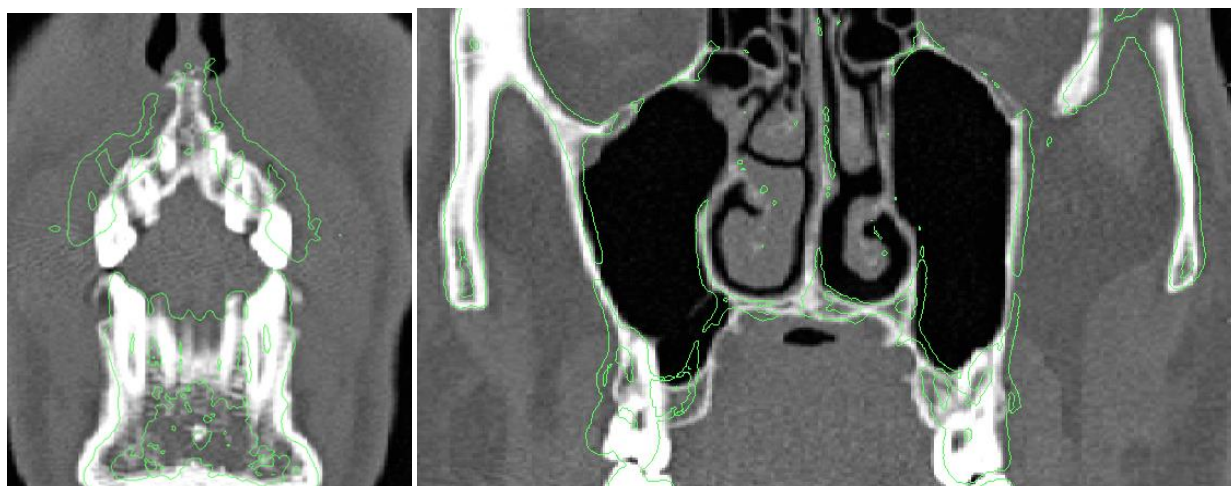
Скелетне розширення ВЩ методом SARME (контури кісткових структур, отримані за даними КТ кісток лицевого черепа після розширення, накладено на зображення вихідної КТ).
